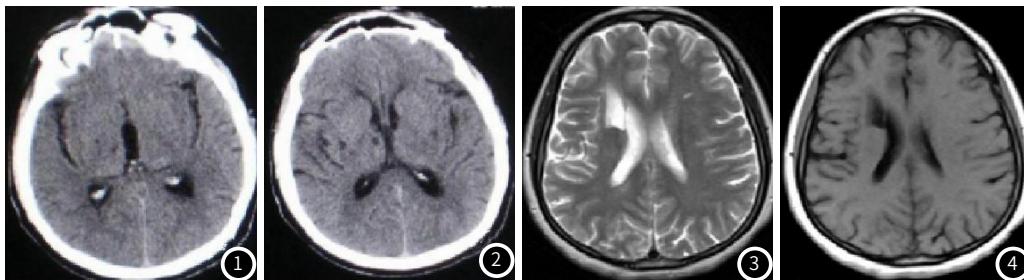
~图2 CT平扫可见低密度灶，边界模糊，凸面的皮质髓质界面消失；图3~图4 MRI扫描T₁WI上呈高信号，T₂WI呈低信号。
